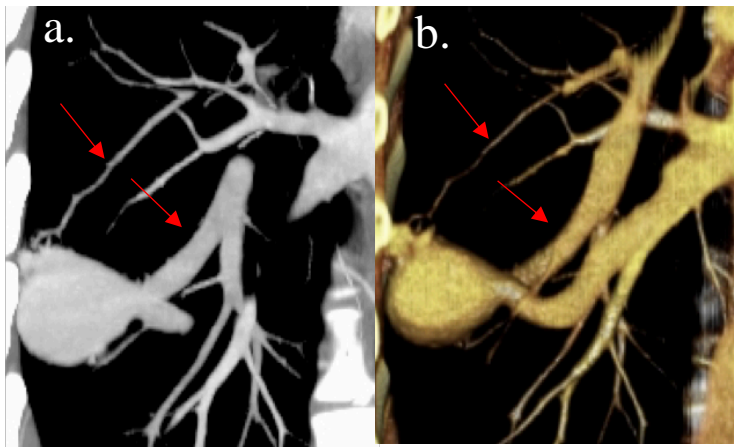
MAVP complexe, deux artères segmentaires afférentes (flèches). (a) TDM reconstruction MIP épais. (b) TDM reconstruction 3D.
